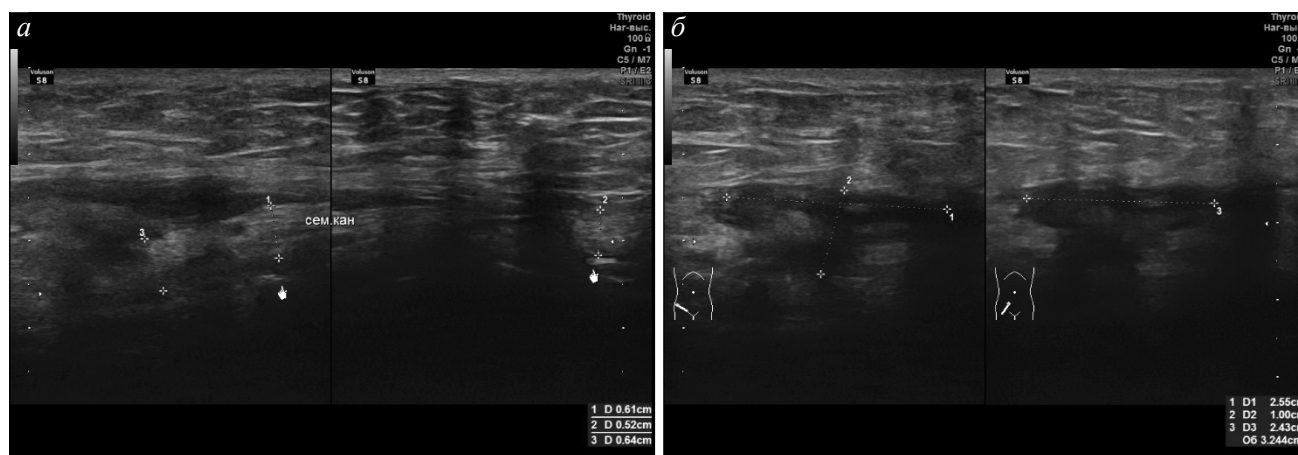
УЗИ правой паховой области на первые сутки после операции: а — отек семенного канатика; б — отек мягких тканей
